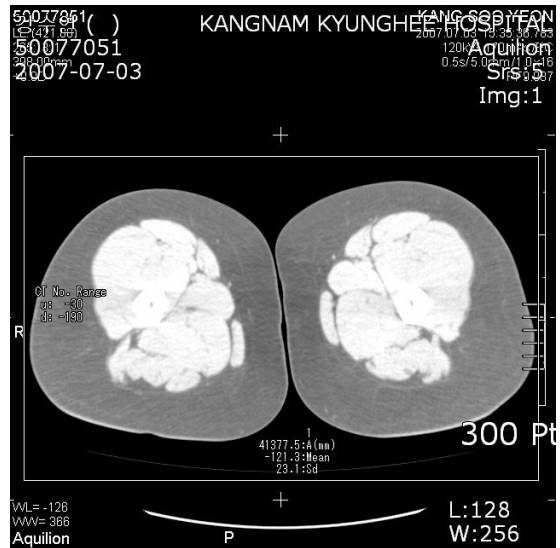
The CT Image of Thigh Fat at 2007.07.03
